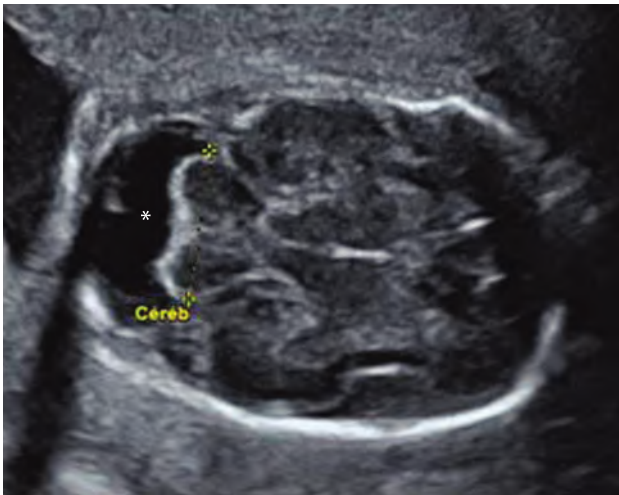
Hypoplasie globale du cervelet (24 SA). Coupe transversale du pôle céphalique passant par la fosse cérébrale postérieure. Le diamètre transversal du cervelet (céréb) est de 20 mm, ce qui est nettement insuffisant. L'aspect échographique paraît en revanche habituel. La grande citerne (*) est augmentée de volume avec une profondeur mesurée à 15 mm.
